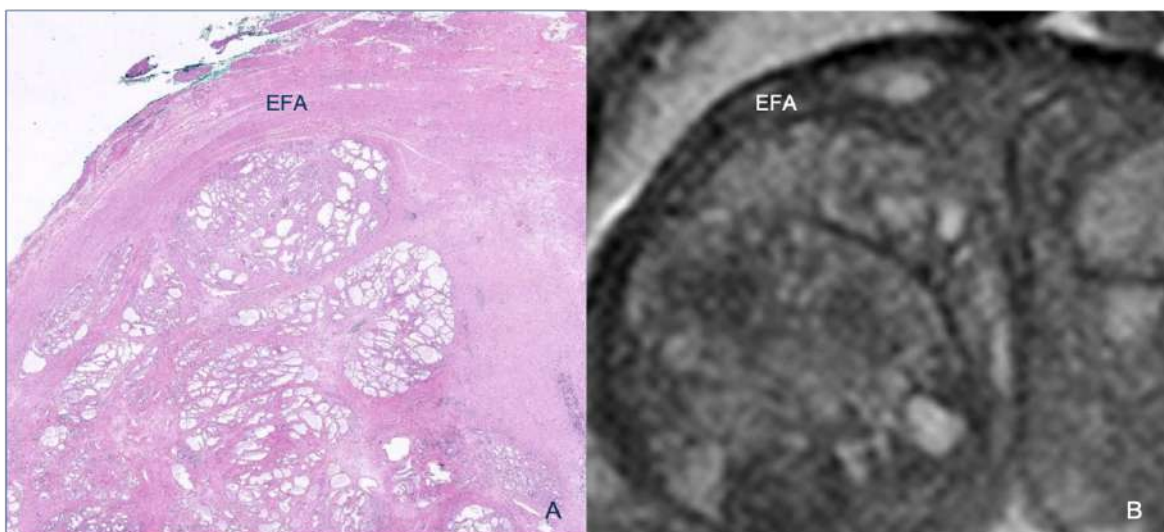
Estroma fibromuscular anterior (EFA). A) Secció fina d'una quadrant de la pròstata que mostra el teixit muscular llis i sense glàndules que conforma l'estroma fibromuscular anterior. B) Secció coincident de RM a seqüència ponderada en T2 que mostra la baixa intensitat de senyal de l'EFA respecte la hiperplàsia epitelial de la ZT adjacent.
